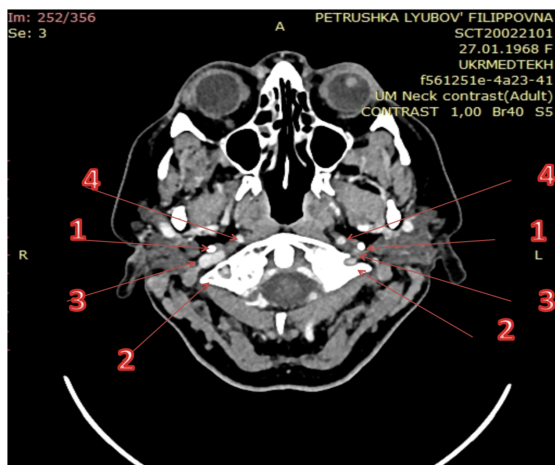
КТ шилоподібних відростків
